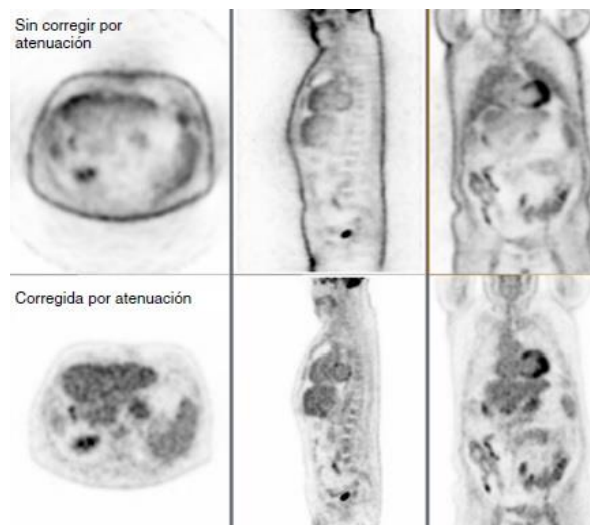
Imagen PET sin corregir y corregida por el efecto de la atenuación de la radiación dentro del paciente (Torres Espallardo 2017).
